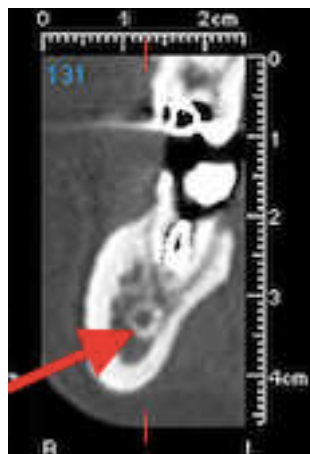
Visualisation du canal alvéolaire inférieur sur une radiographie tomodensitométrique(62)
